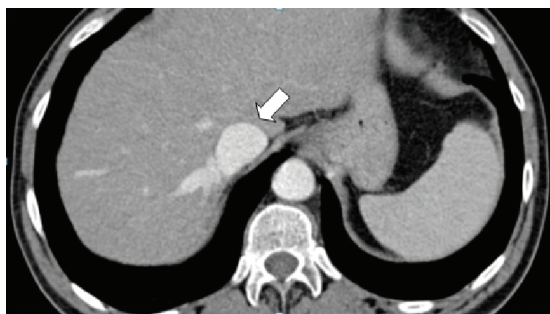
Tomografia Computadorizada contrastada de abdômen em fase arterial evidenciando contrastação precoce e aumento difuso do calibre da veia cava inferior.
